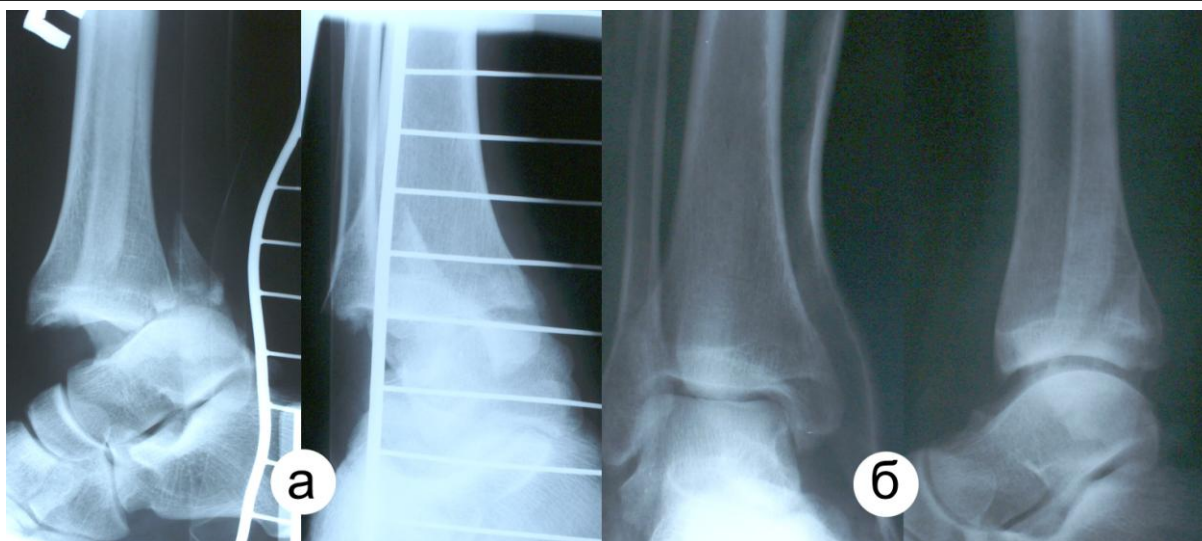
Рентгенограммы больного К., 30 л.. (и.б. № 21812). а) день травмы; б)) стояние отломков после репозиции в день травмы
